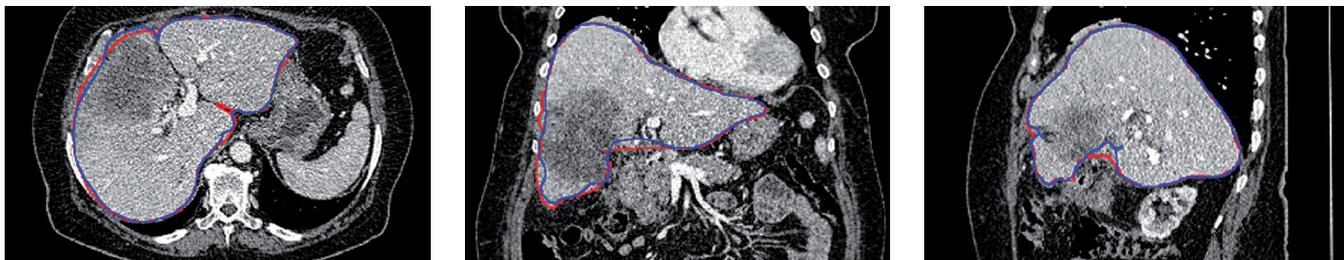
Segmentierungsergebnis in einer Schicht der Computertomographie in transversaler, koronaler und sagitaler Schichtführung. Die manuelle Referenzsegmentierung ist blau, die automatisch mittels statistischen Formmodells erzeugte Segmentierung ist rot gekennzeichnet. Das Verfahren funktioniert trotz großem intrahepatischen Tumors robust.
